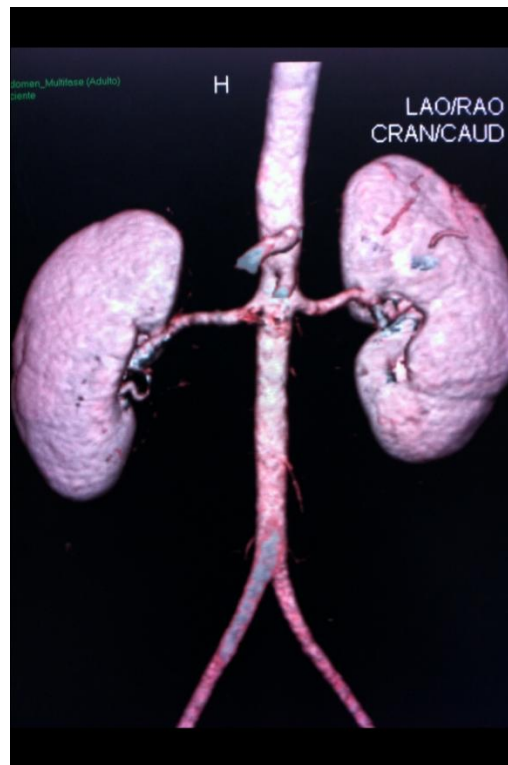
Reconstrucción de angiourtomografía
